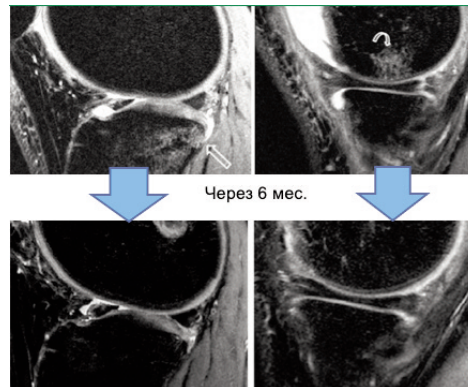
Пример регресса отёка кости по данным МРТ
